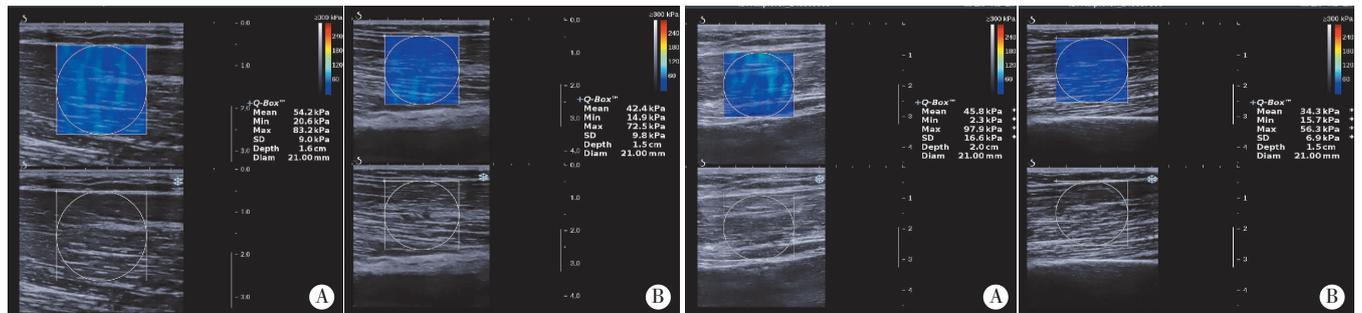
>10 年组左、右侧肱二头肌纵切面超声弹性图
